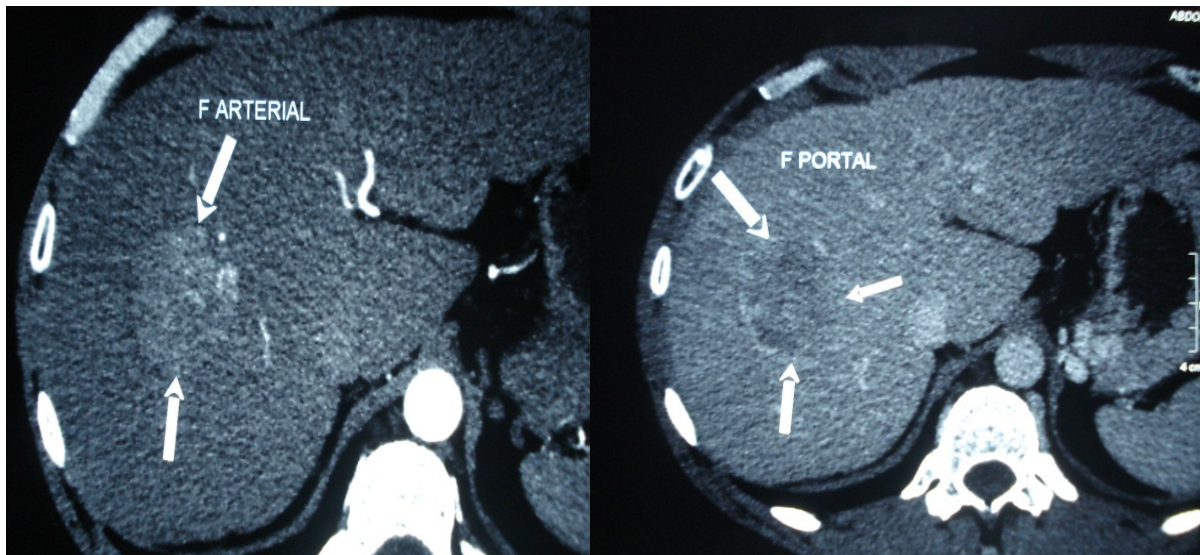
Imagem de tomografia de Abdome apresentando um nódulo com realce de contraste na fase arterial e lavagem rápida na fase portal
